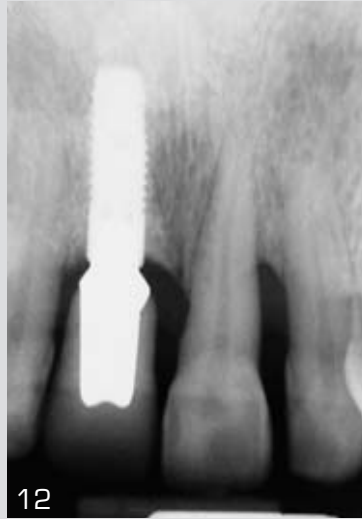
Radiografía periapical una vez finalizado el tratamiento.
